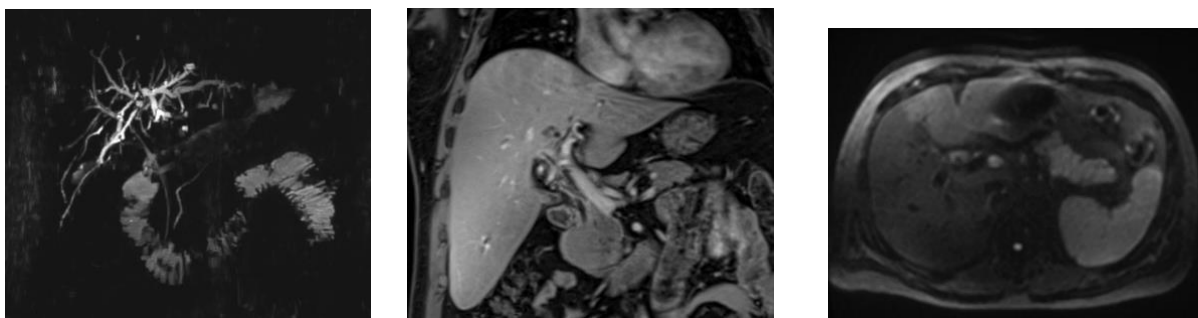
Мультипараметрическое МРТ.
